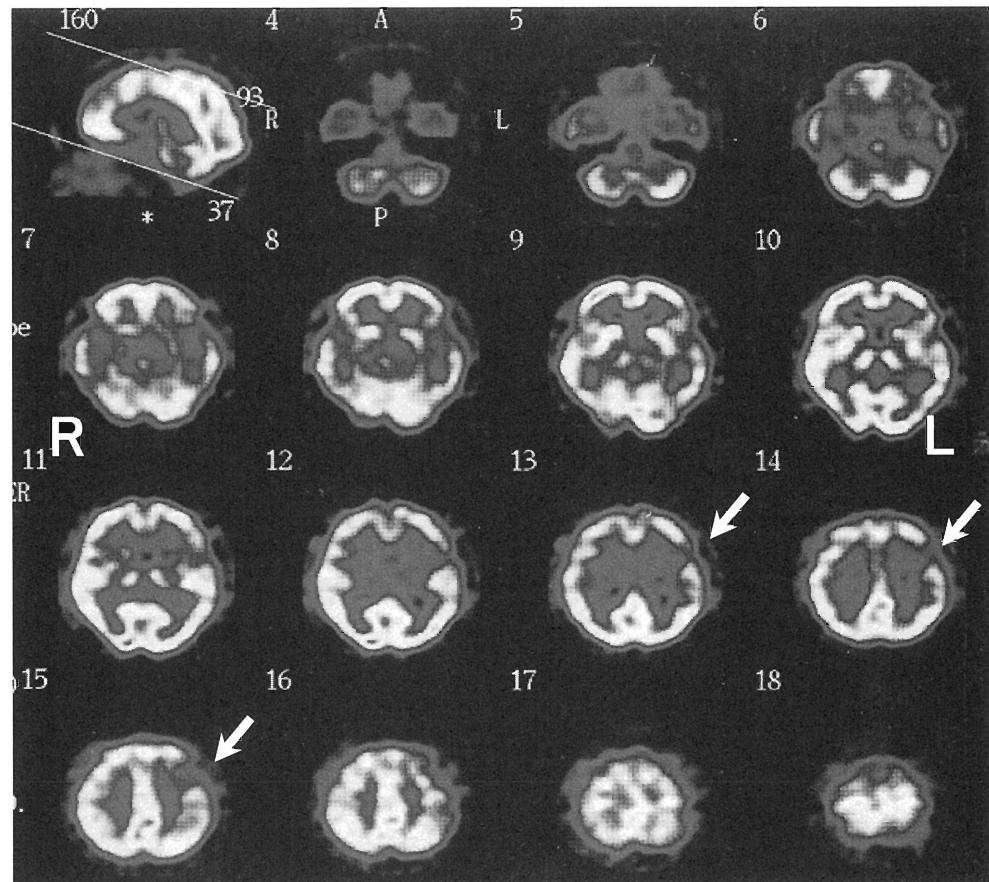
SPECT axial image
